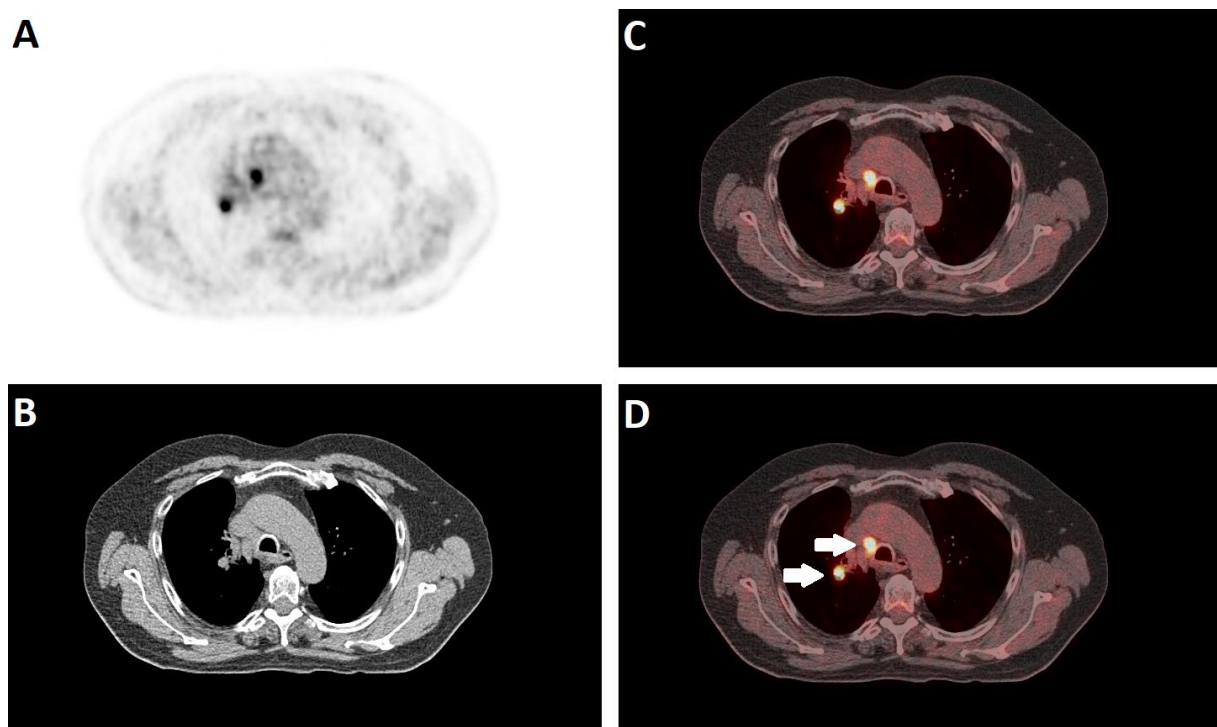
Beispiel für die Koregistrierung von CT und PET.
